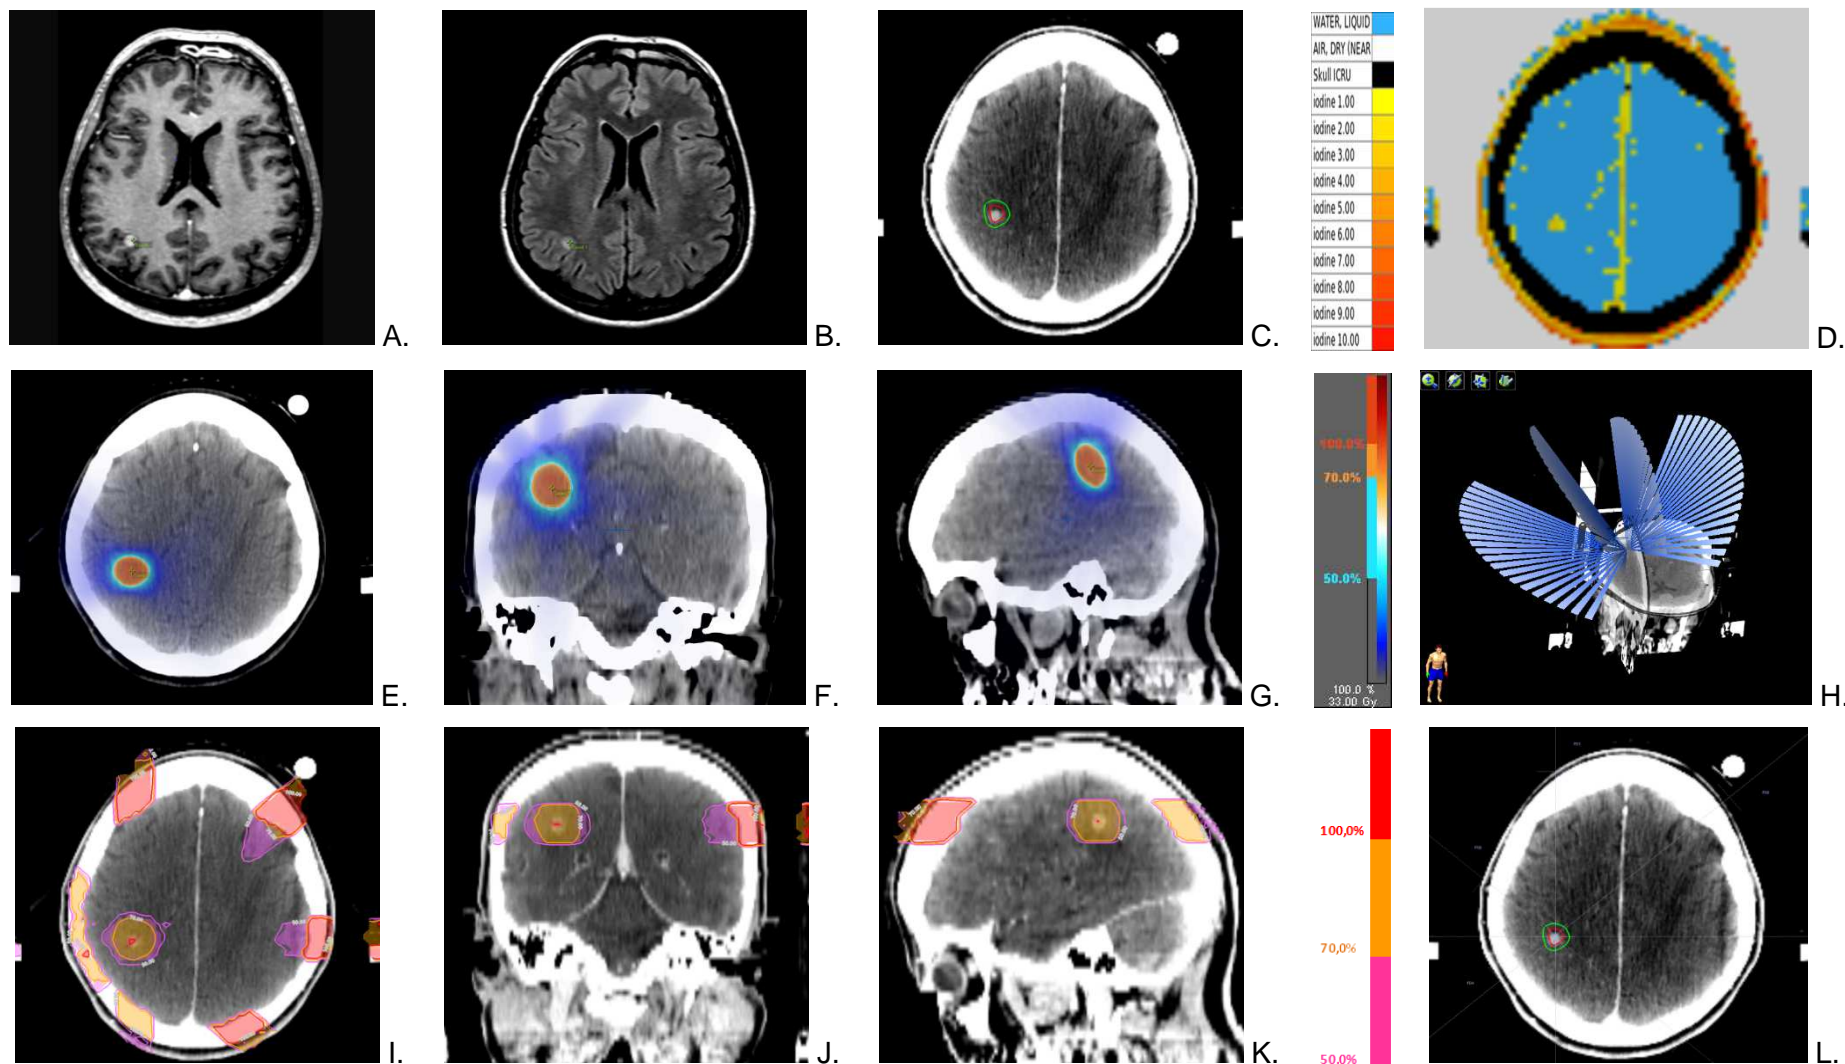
Radio-anatomie de la métastase cérébrale de la patiente n°4 (A. IRM T1 avec gadolinium, B. IRM T2 FLAIR, C. TDM dosimétrique après inj. de PdCI et D. évaluation de la perfusion tumorale). Dosimétrie pour la STEREO (E. F. G.) et la SSRT/PdCI (I. J. K.). Balistique du traitement STEREO (H.) et SSRT/PdCI (L.)
